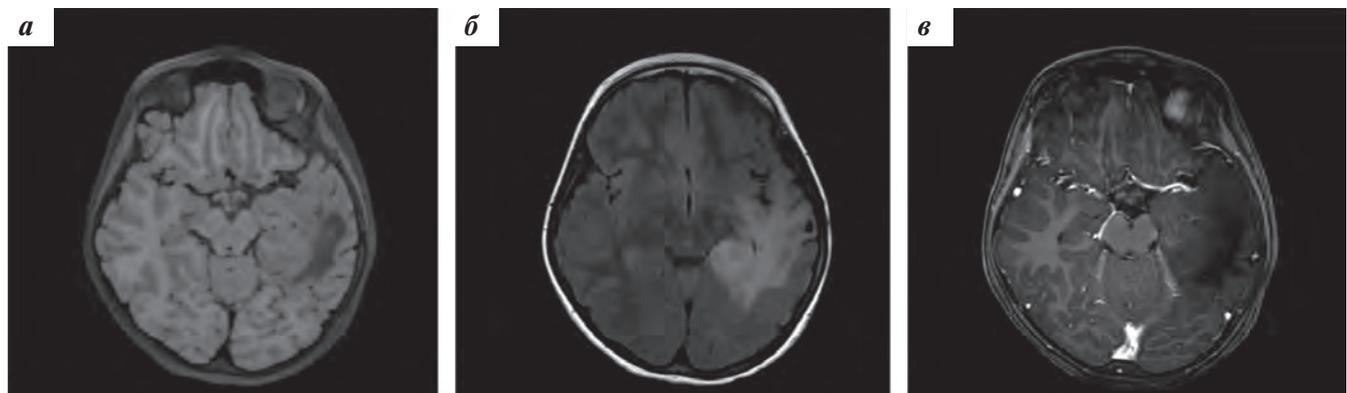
МРТ головного мозга в режимах T1 (а) и FLAIR (б) – отмечается уменьшение размеров астроцитарной глиомы слева. Изображение в режиме T1 с контрастным усилением (в) демонстрирует отсутствие накопления контрастного вещества опухолью
